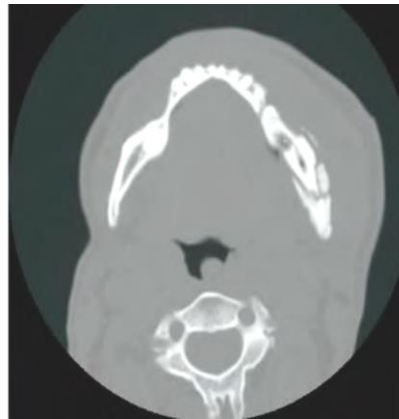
TDM montrant un séquestre mandibulaire, Carlson et Basile 2009 [218]
